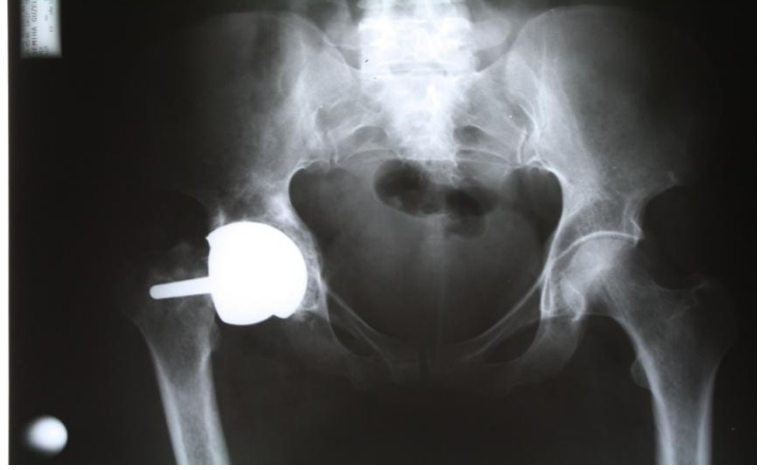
Femur başı osteonekrozu tanısıyla yüzey değiştirme yapılan hastanın ameliyat sonrası 5. ay grafisi. Asetabular komponentte kayma görülüyor.
